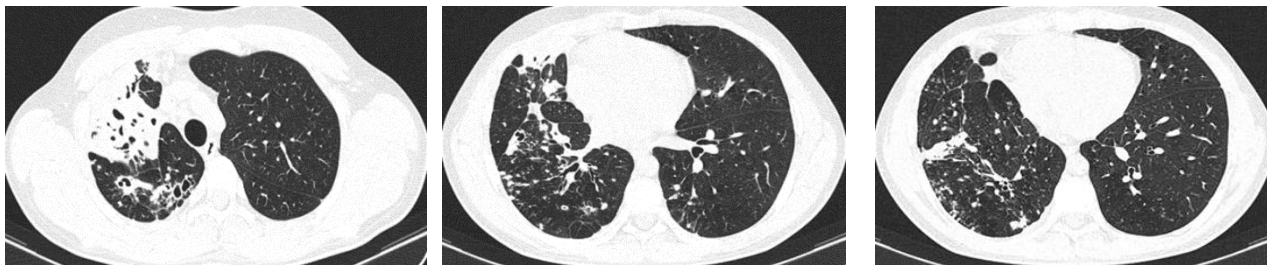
26б, 26в – Аксиальные срезы КТ ОГК перед операцией
